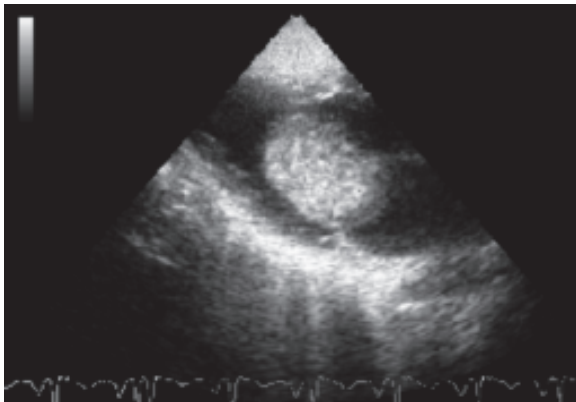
Ecocardiografía transtorácica que muestra masa bien definida en la aurícula izquierda.
